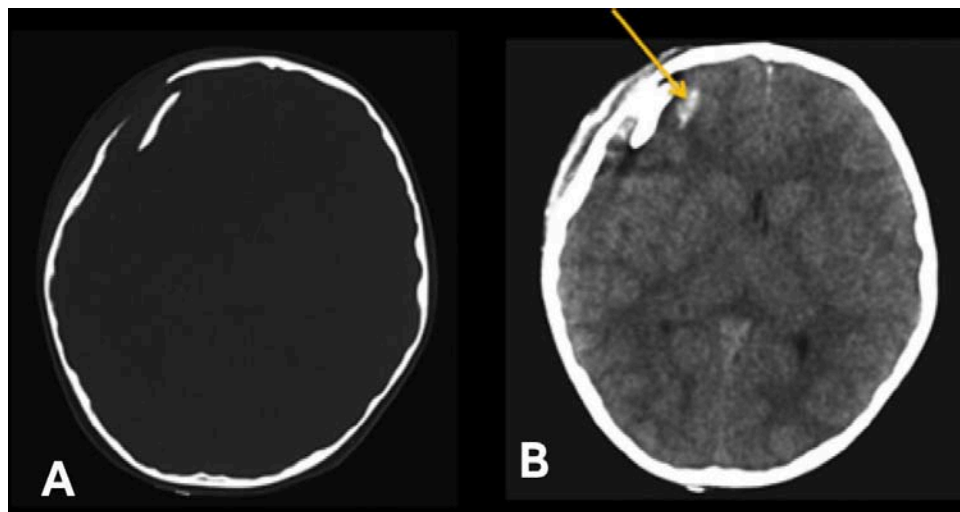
TDM cérébrale en coupes axiales : [210]
